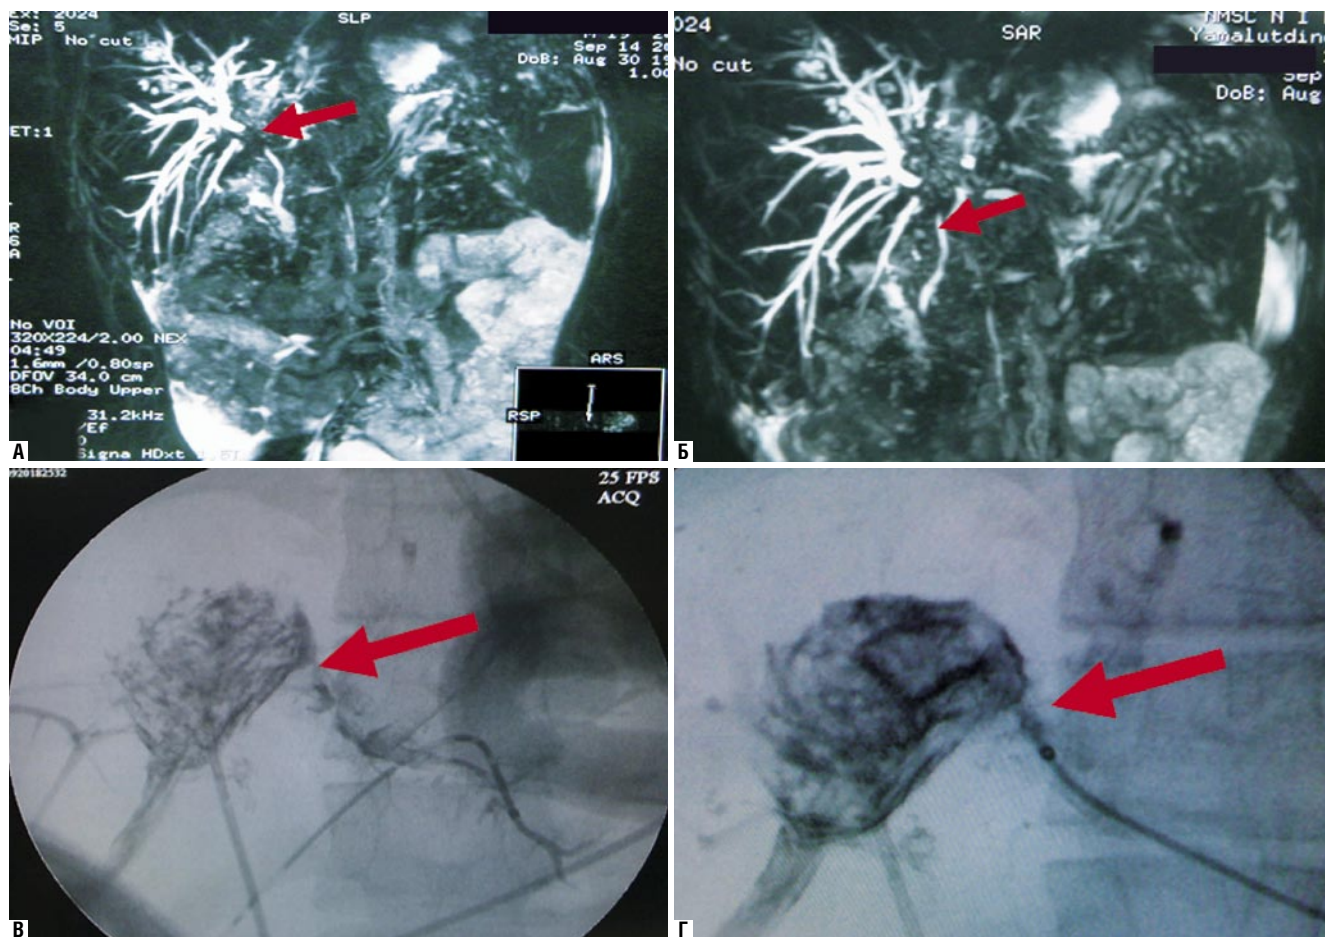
А, Б – МРТ в холангиогенном режиме. Признаки стеноза общего печеночного протока с умеренно выраженной внутрипеченочной гипертензией. В, Г – фистулография. Остаточная полость после эхинококкэктомии
